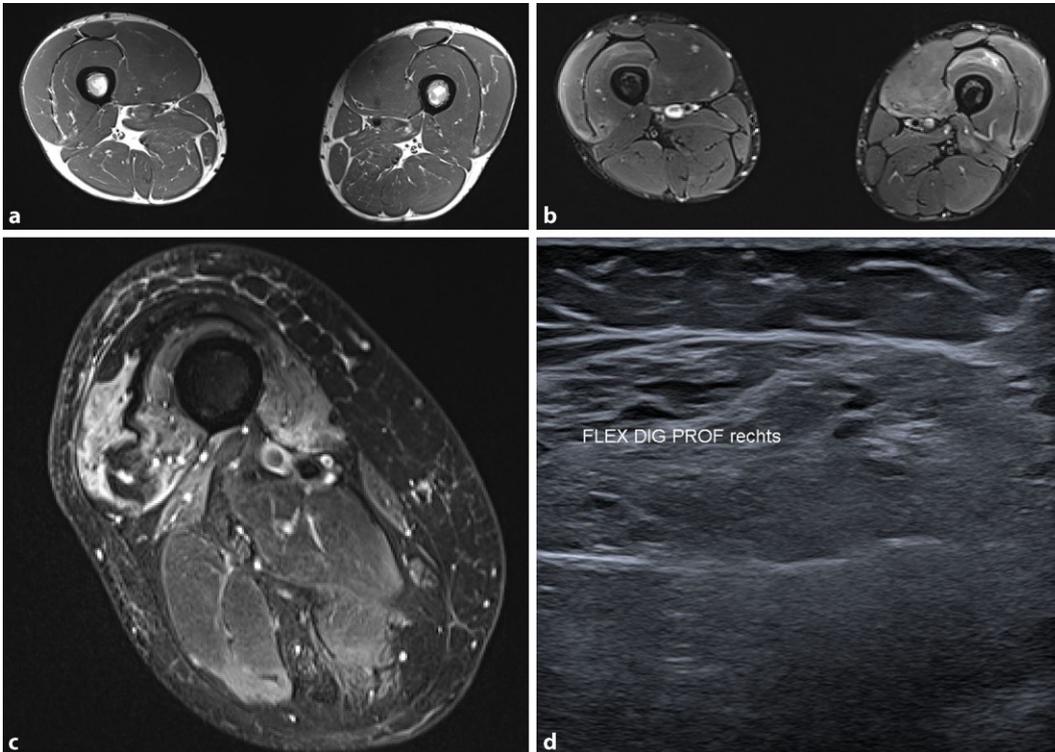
◀ Sonographie und Magnetresonanztomographie der Muskulatur. a, b Beide Oberschenkel im Querschnitt bei Myositis ohne Nachweis von Atrophie oder Umbau in der T1- (a), aber mit Zeichen eines Muskelödems in der T2-Wichtung. c Zeichen einer deutlichen Atrophie des ganzen Oberschenkels bei Einschlusskörpermyositis mit Betonung im Quadrizeps mit dortigem deutlichen Nachweis eines Ödems in der T2-STIR-Sequenz. d Die Muskelsonographie des Unterarmes zeigt einen deutlichen Umbau der tiefen Fingerbeuger bei der Einschlusskörpermyositis
